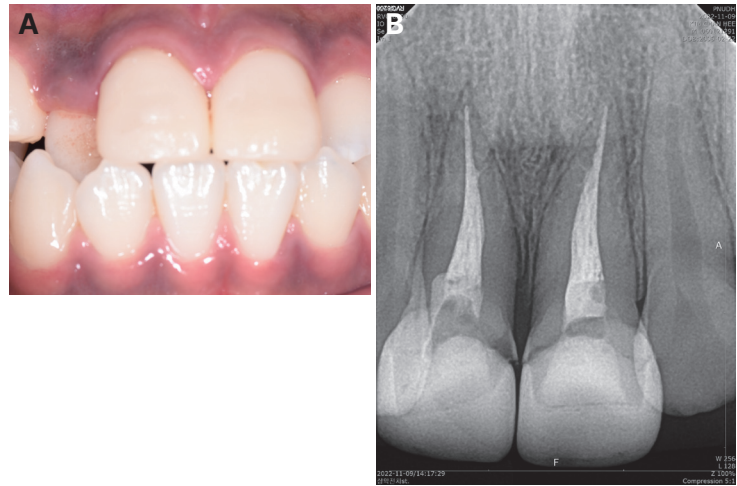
3-month follow-up. (A) 3-month follow-up photograph, (B) 3-month follow-up radiograph.
